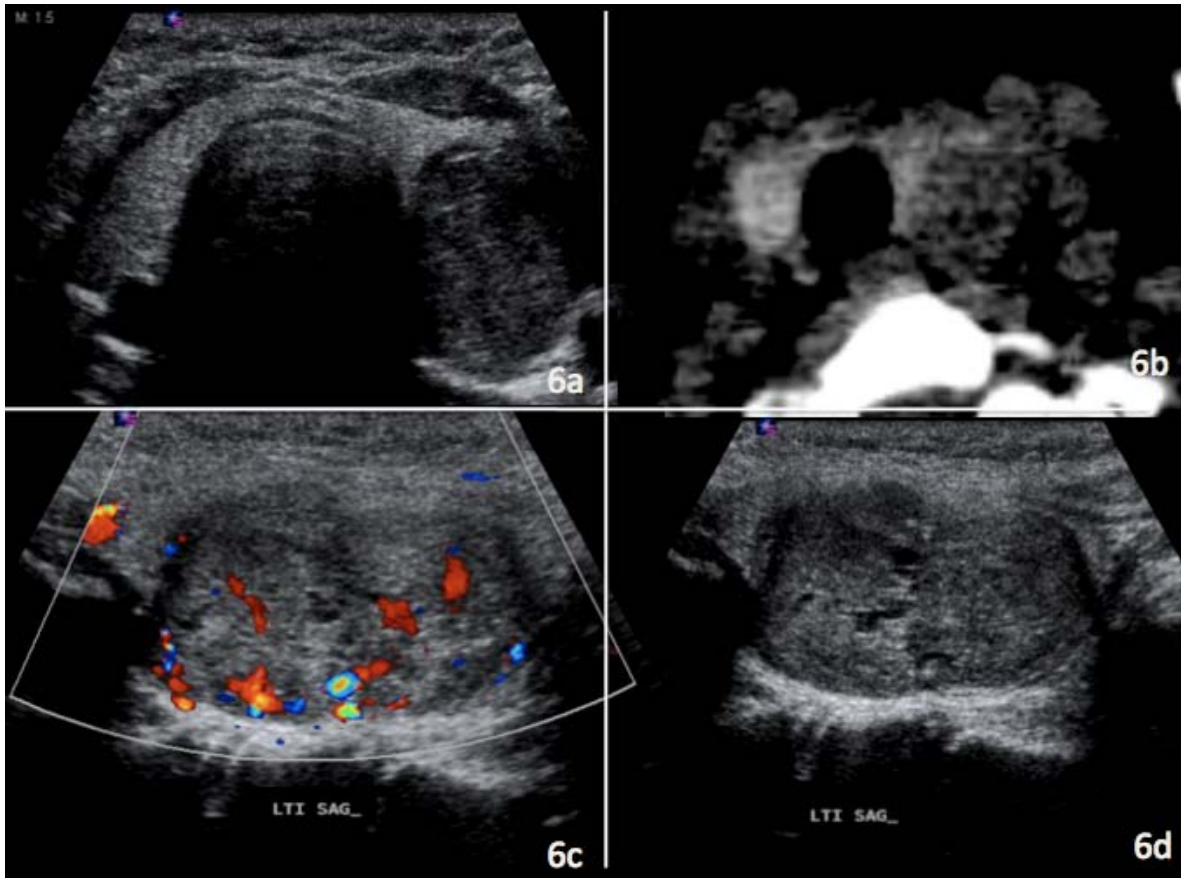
Carcinoma paratiroideo Lesión intratiroidea por ultrasonido. (6 a y 6d) Adquisición transversal y sagital de lesión intratiroidea de predominio hipoecoica, heterogénea, bilobulada que muestra hipervascularidad a la aplicación de Doppler color (6c). Se muestra correlación topográfica con corte axial de tomografía en fase simple (6b)
